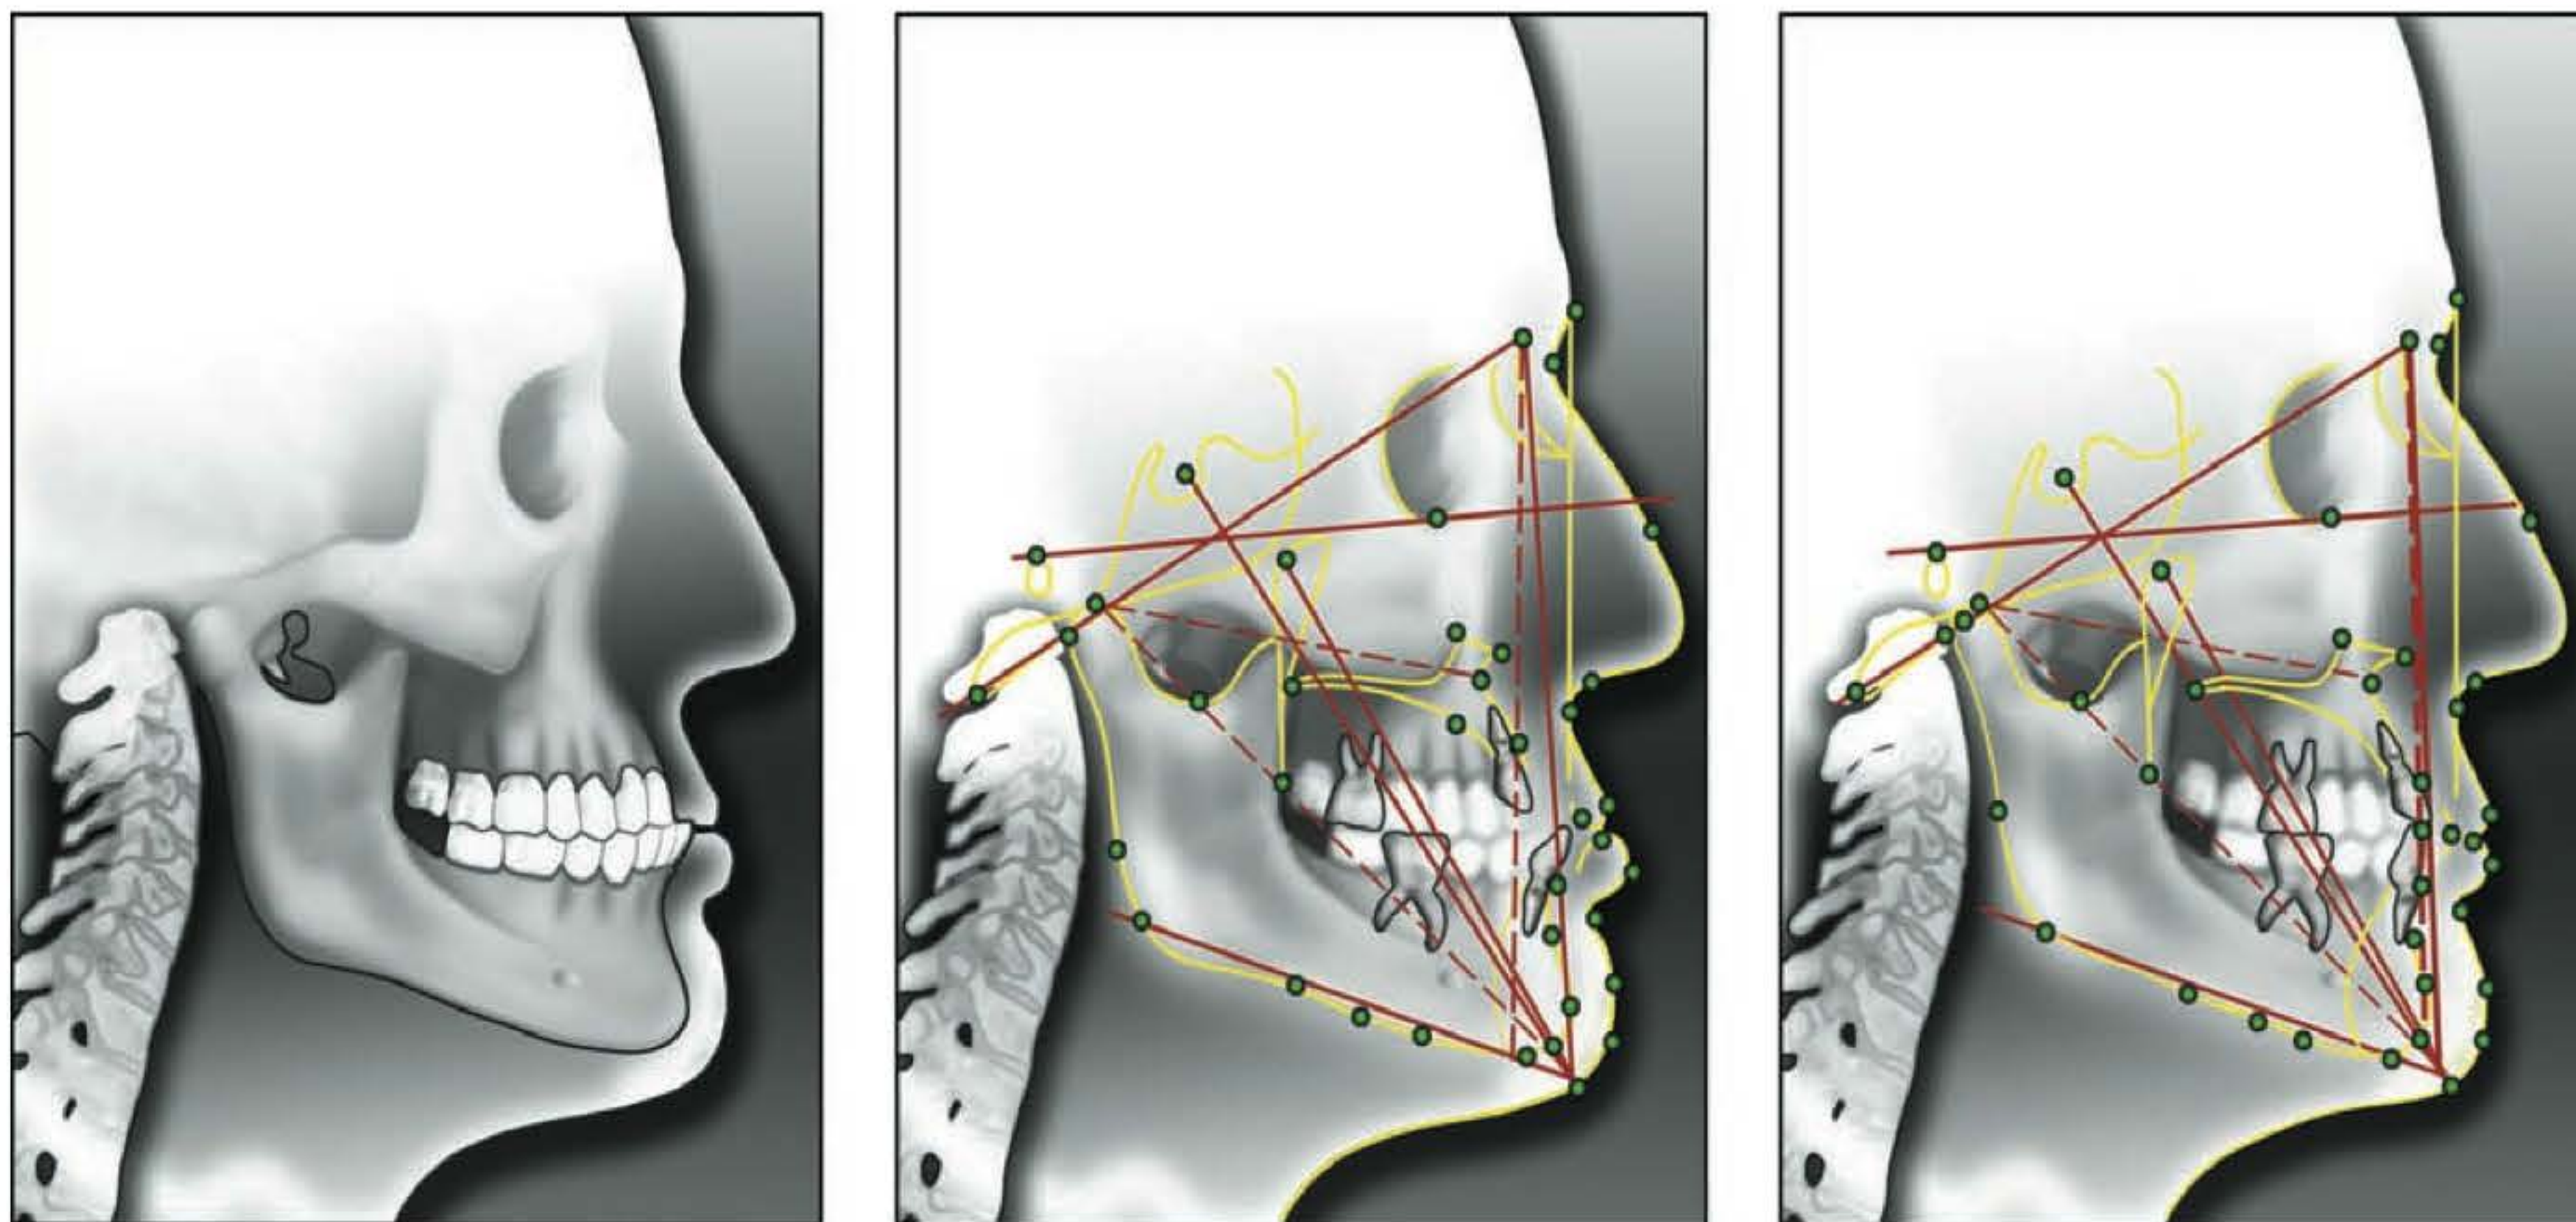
► Telerradiografias em norma lateral (*esquerda*), traçado cefalométrico pré-cirúrgico (*centro*) e traçado preditivo (*direita*), realizado por sistema computadorizado.
